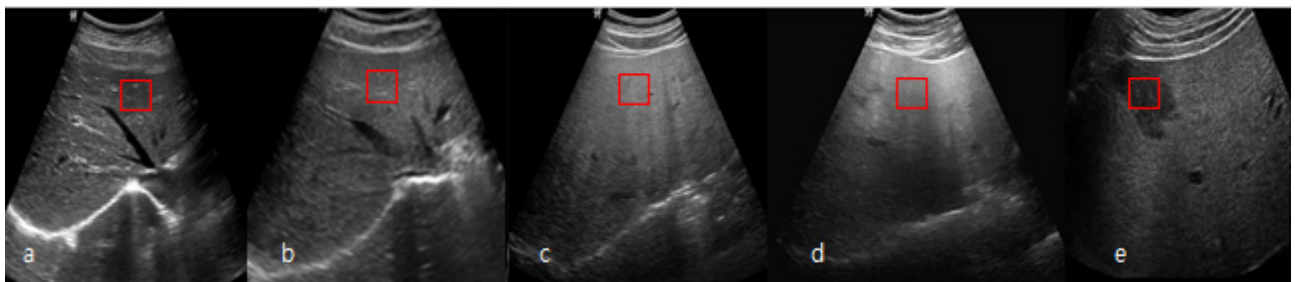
Original Liver ultrasonography: a: normal, b: mild, c: moderate, d: severe, e: focal fat sparing
